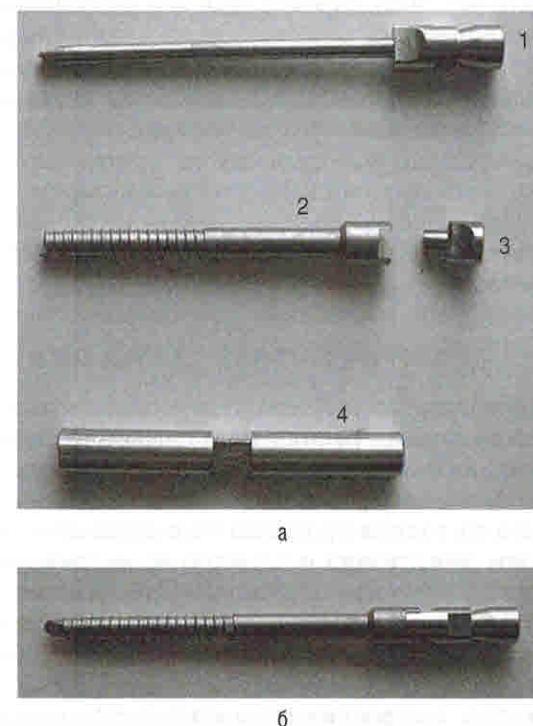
Инструменты для измерения внутрикостного давления и инфузий: а — внутрикостная игла: 1 — мандрен с режущей кромкой, 2 — основная часть, 3 — заглушка, 4 — модификация в собранном виде; б — внутрикостная игла-шуруп Бушмелева-Стрелкова с мандреном
